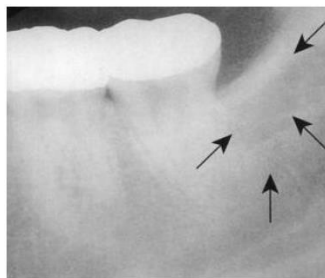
Ameloblastoma periférico. Radiografía de una lesión del triángulo retro molar, que muestra aplanamiento del hueso cortical (10).
